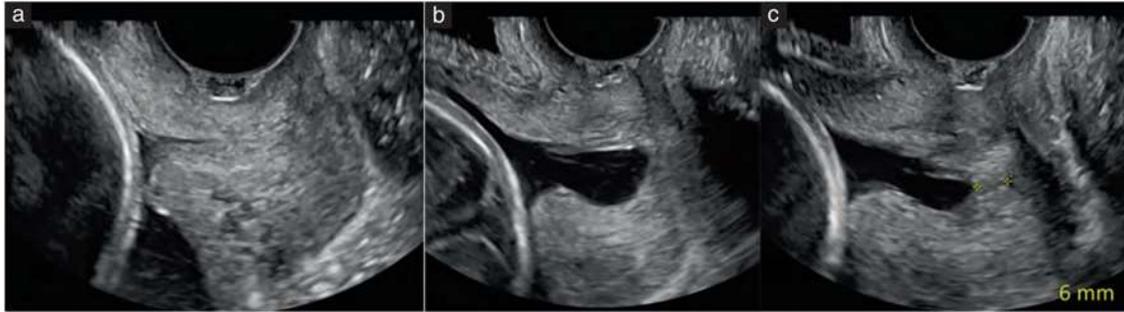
Images échographiques par voie endovaginale montrant des cols normaux avec du contenu hypoéchogène dans le canal endocervical. (a) Mucus visible dans le canal. (b) Les membranes amniotiques sont visibles (flèches), indiquant qu'il n'y a pas de formation d'entonnoir.
